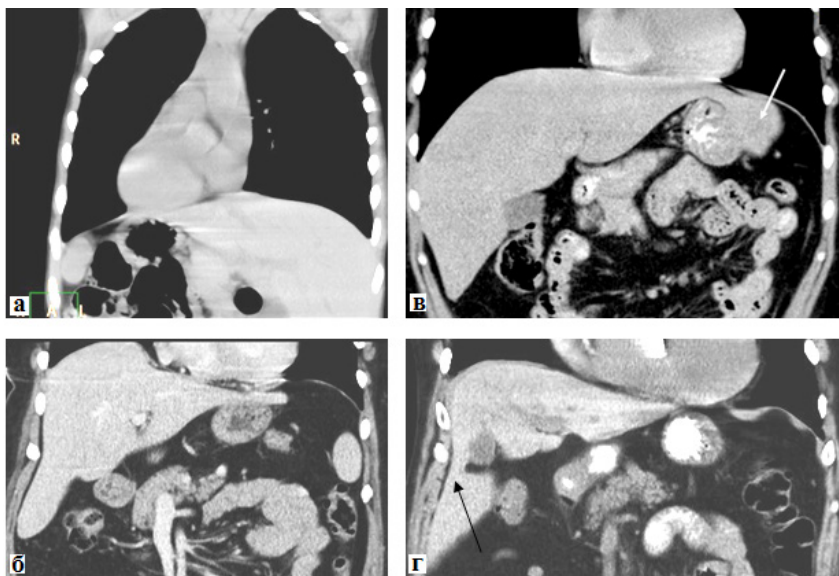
СКТ брюшной полости. Фронтальная MPR-реформация (а-г): обратное положение органов – синдром Картагенера (а), доля Риделя и саблевидная левая доля печени (policeman' shat), релаксация диафрагмы (б), добавочная свисающая доля печени (в), добавочная доля Риделя, соединенная узким перешейком с правой долей печени (г)
